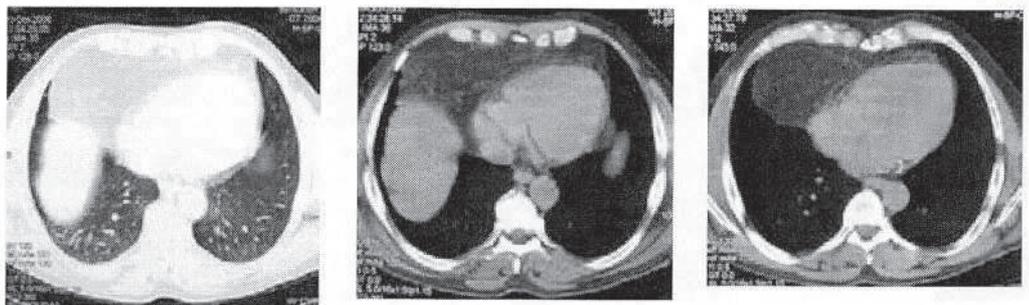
a-b-c. TC torace, scansioni medio-basali, con finestra per polmone (a) e mediastino (b-c). Presenza di una voluminosa ernia di Morgagni-Larrey, a contenuto adiposo, in regione paracardiaca retrosternale bassa a destra che rende ragione del reperto segnalato all'esame radiografico del torace.
